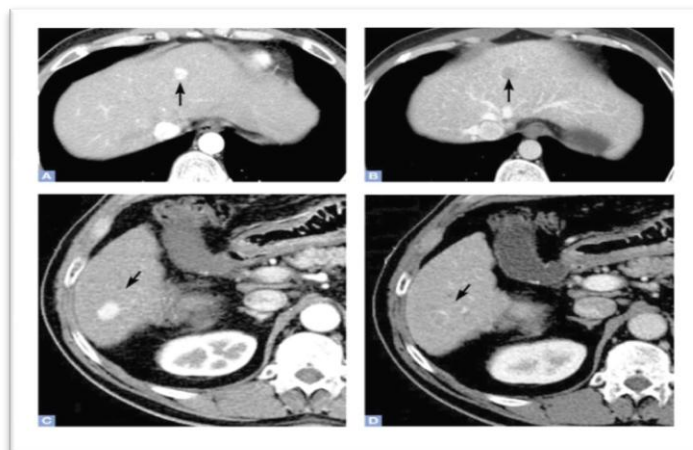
Pattern di un nodulo di HCC all'indagine TC con mezzo di contrasto
